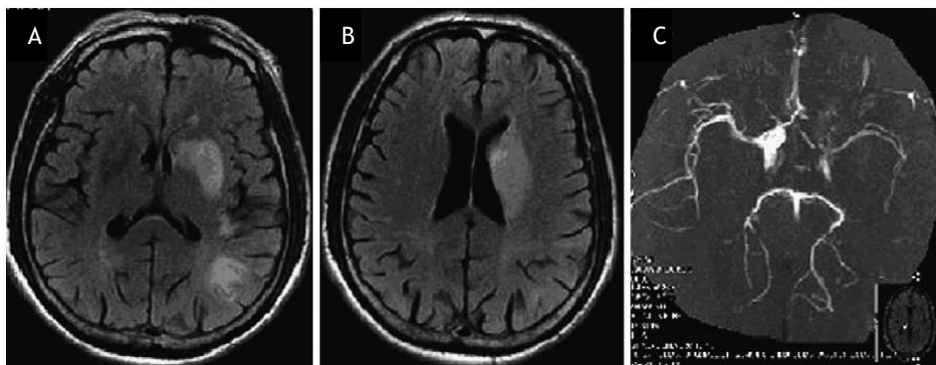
NS cerebrovascular. A e B - Imagem *fluid-attenuated inversion recovery* (FLAIR) axial mostrando hiperdensidade nos gânglios basais esquerdos, no lobo parietal (A) e na área periventricular esquerda (B); C - Angiografia por RMN mostrando o estreitamento da artéria cerebral média (ramos esquerdos) – adaptado de (37)
